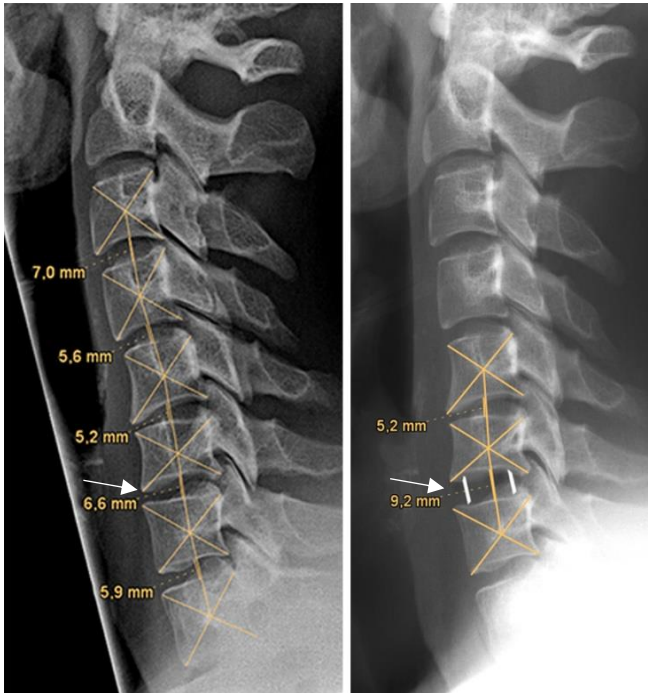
Berechnungen anhand der Röntgenbilder (Pfeil: operiertes Segment HW 6/7):
